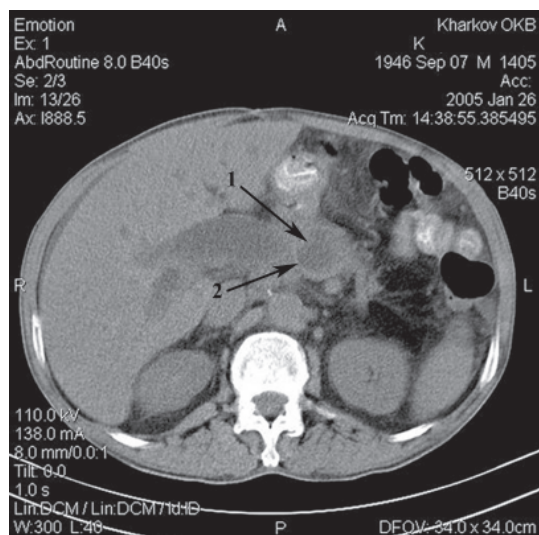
Спиральная компьютерная томография больного К. с хроническим панкреатитом. Гиперденсивные включения (1) в полости псевдокисты (2)
